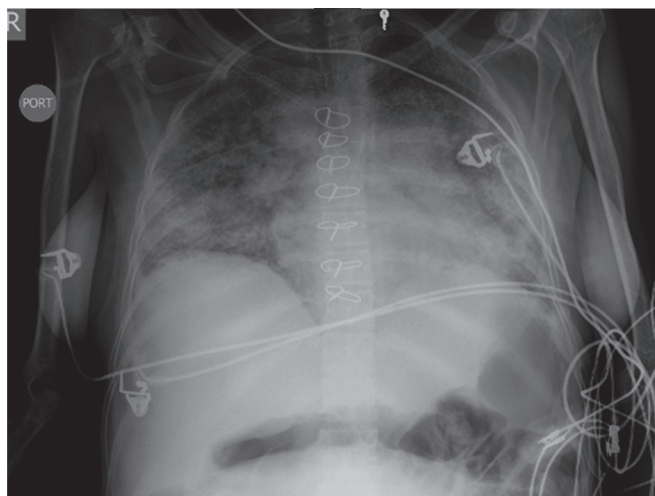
Radiografía de tórax con infiltrado miliar
